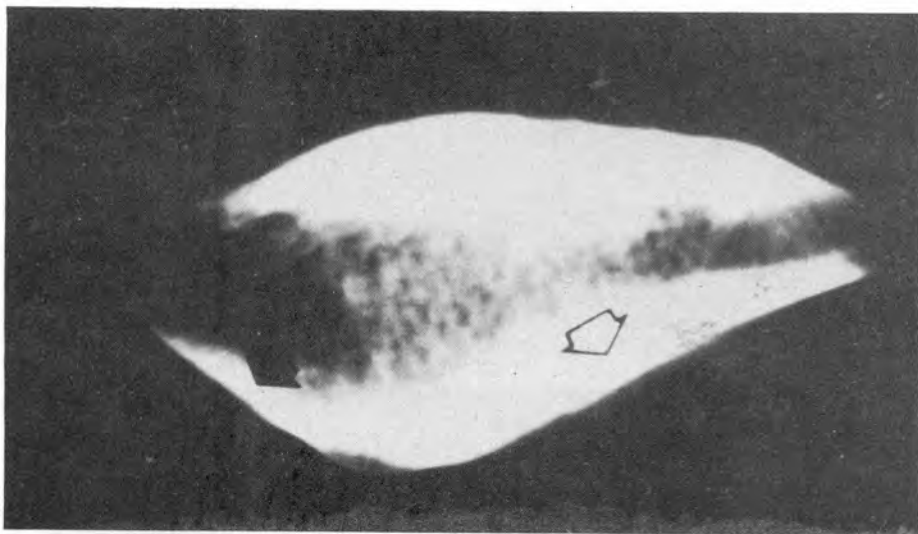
Radiografía azial de rótula mostrando los caracteres de las facetas articulares.
